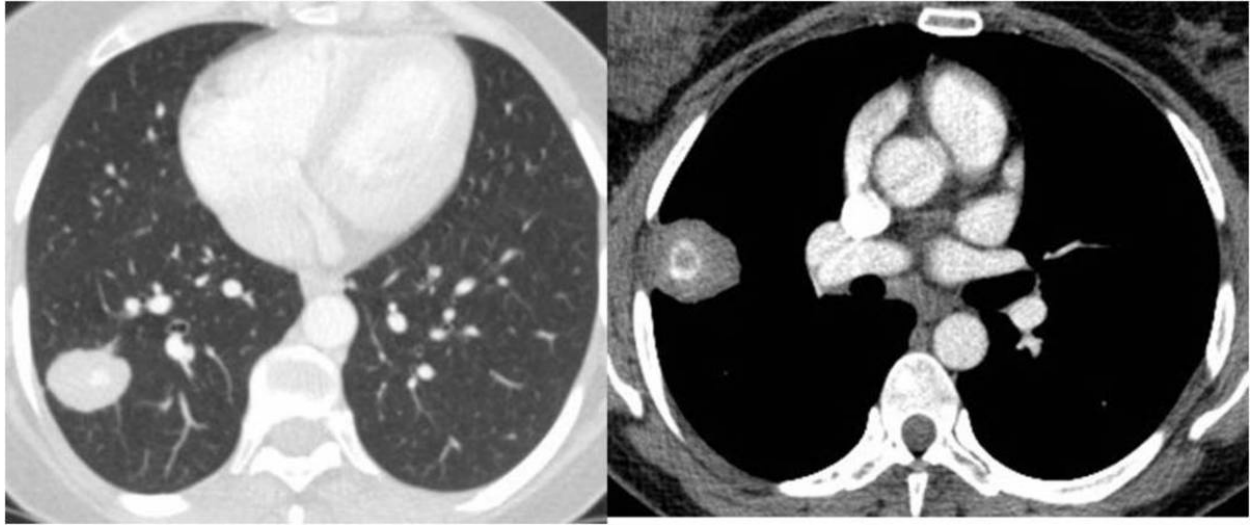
Granuloma pulmonar hialinizante. TC torácico muestra la calcificación central de uno de los nódulos y la ausencia de realce significativo tras la administración de contraste intravenoso.
